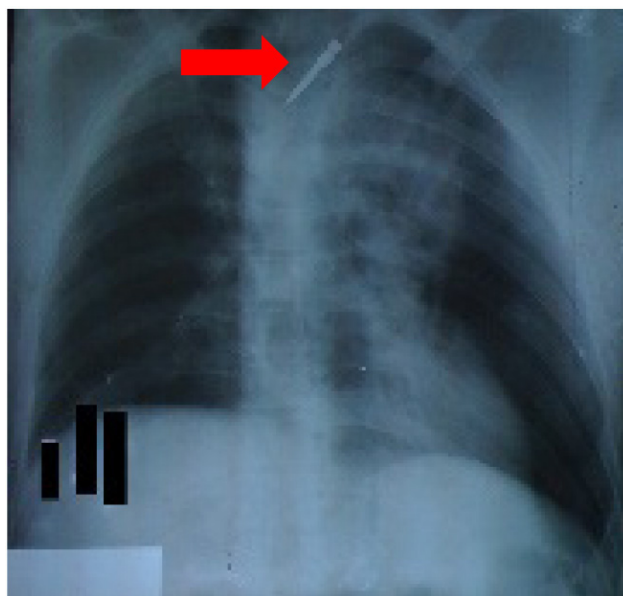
Radiografia de tórax em incidência anteroposterior. A seta indica o pino metálico.
